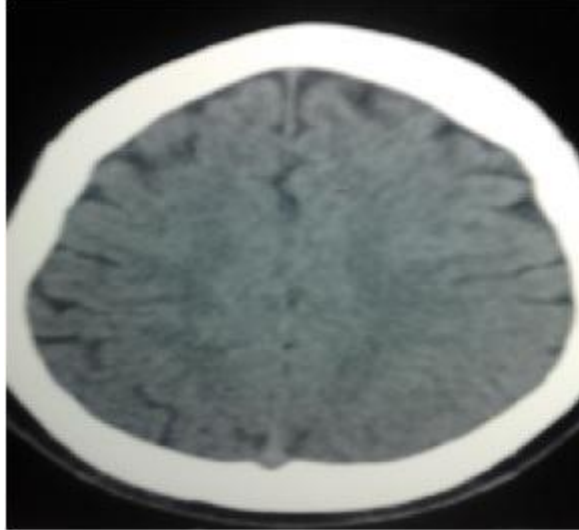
Scanner cérébral avant thrombolyse, normal (Score ASPECT 10/10)
